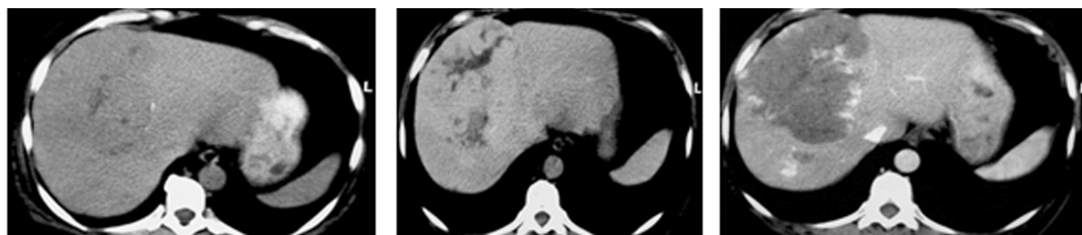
CT examinare dublu spiralată.
